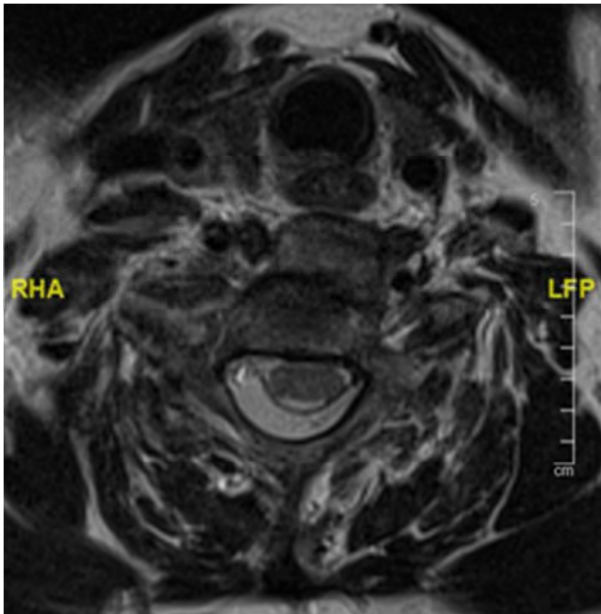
Corte axial de RM donde se aprecia rotura de ligamento vertebral anterior y complejo ligamentario posterior, con integridad del ligamento vertebral posterior.
